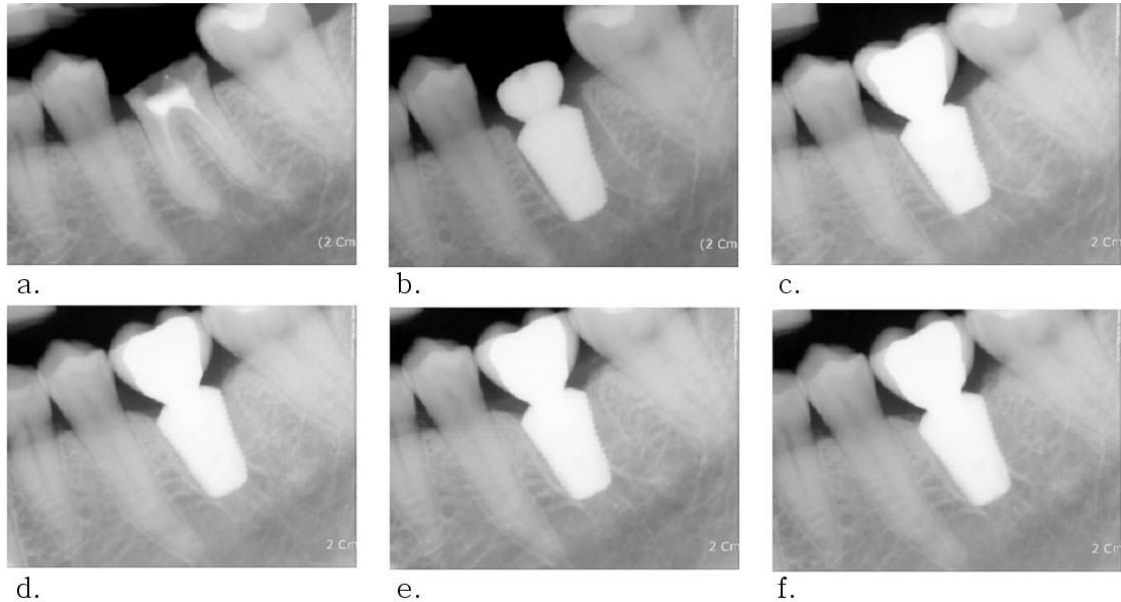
Periapical view was taken every visiting a: first visit, b: the day of implant surgery, c: 8 weeks after surgery, d: 12 weeks after surgery, e: 20 weeks after surgery, f: 32 weeks after surgery
